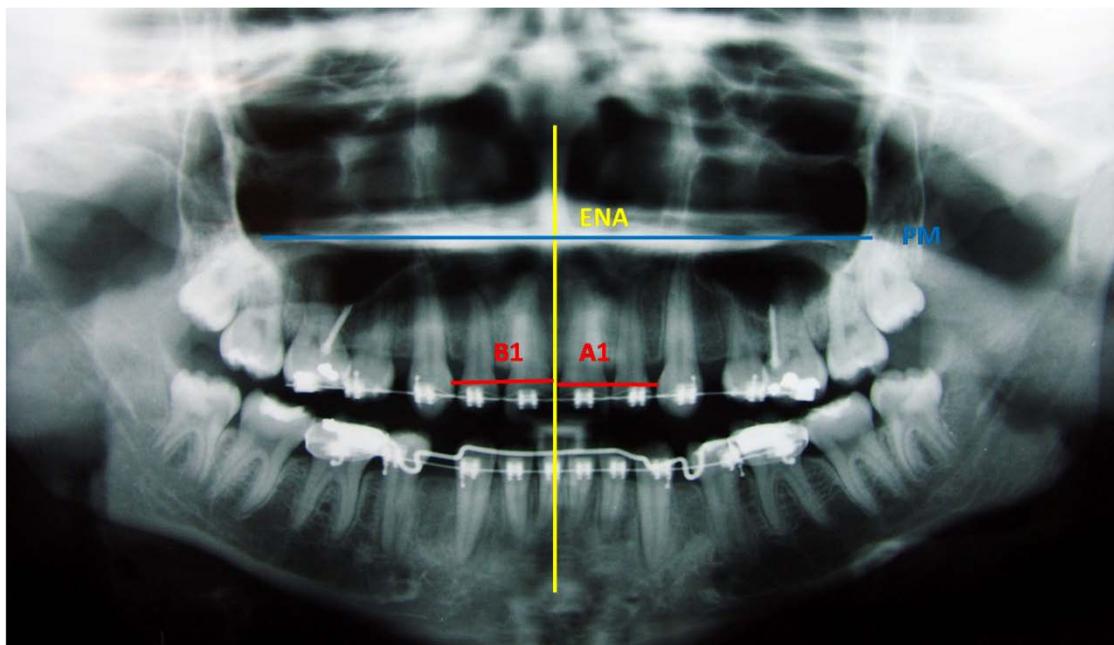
Radiografia panorâmica mostrando os traçados necessários para a realização das medições.
